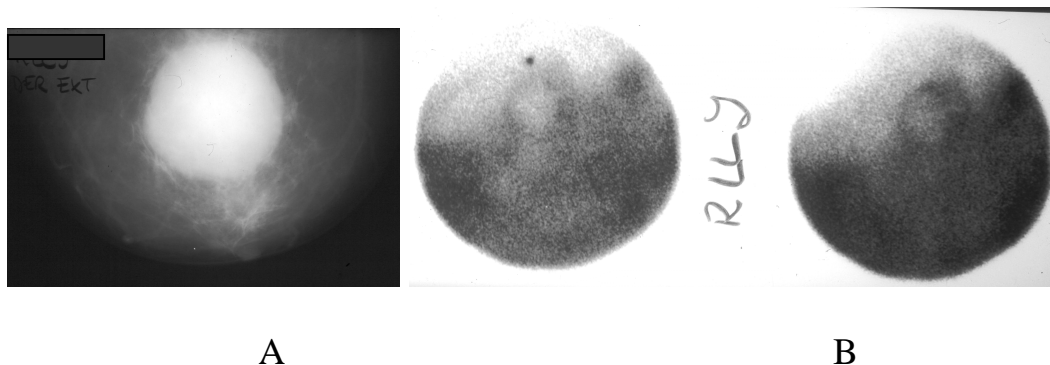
Carcinoma medular. A: mamografía en proyección Cráneo-Caudal, con evidente masa densa, B: Isótopos TC-99 captación periférica de la masa.
